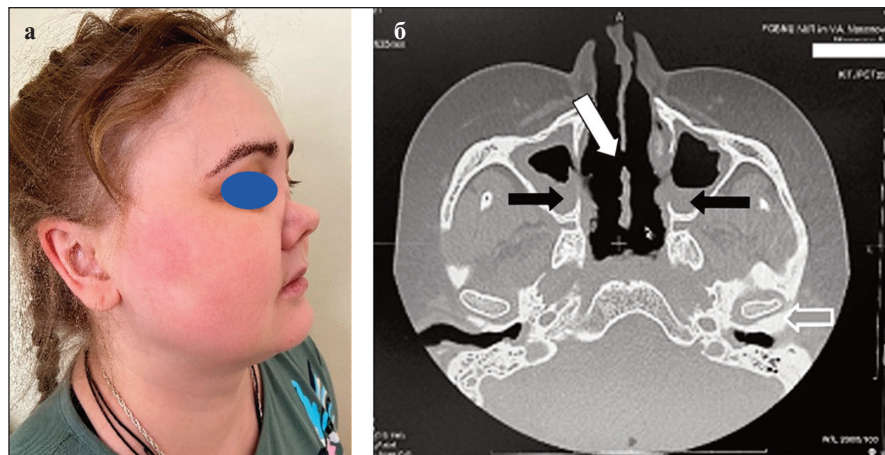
Пациентка М, 36 лет, локальная форма ГПА: а — седловидная деформация носа; б — КТ пазух носа. Видны дефект носовой перегородки (белая стрелка), признаки полисинусита (черные стрелки) и левостороннего отита, мастоидит (серая стрелка). Здесь и на рис. 2 — фото из коллекции авторов
